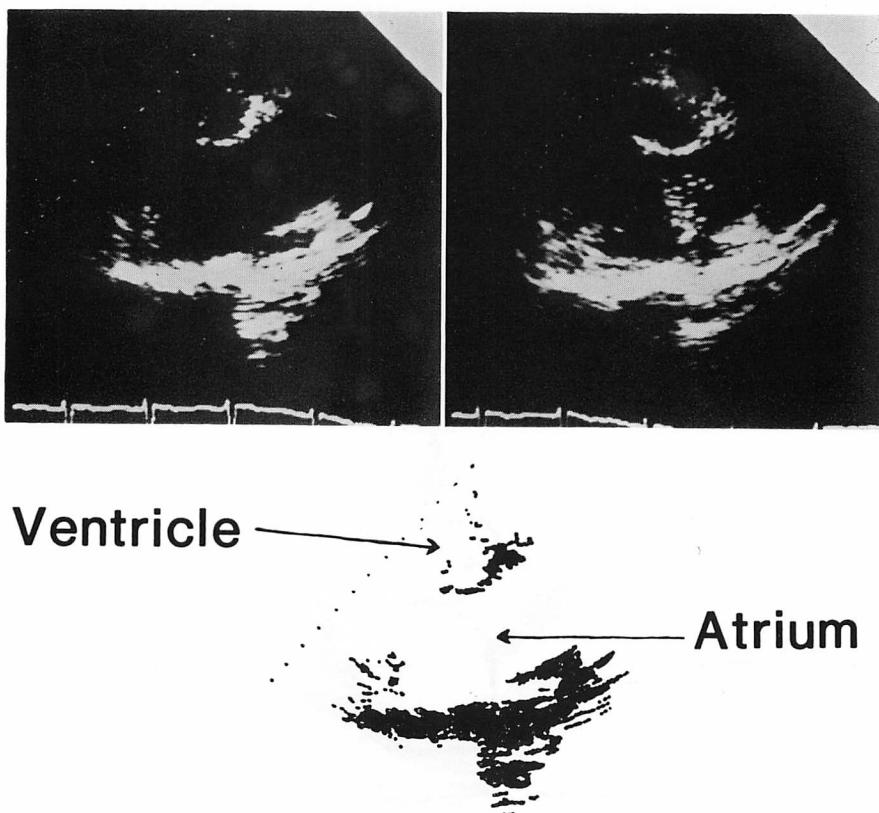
Findings of two-dimensional contrast echocardiograms of Case 3 in the apical four-chamber view.
